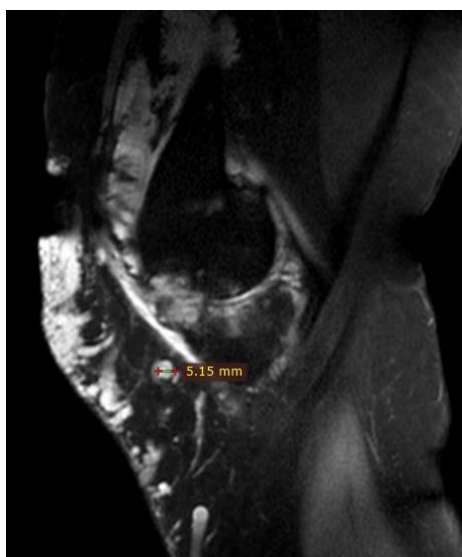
МРТ коленного сустава у пациентки С. 29 лет. Маркировка указывает на диаметр венозной каверны 5,15 мм
